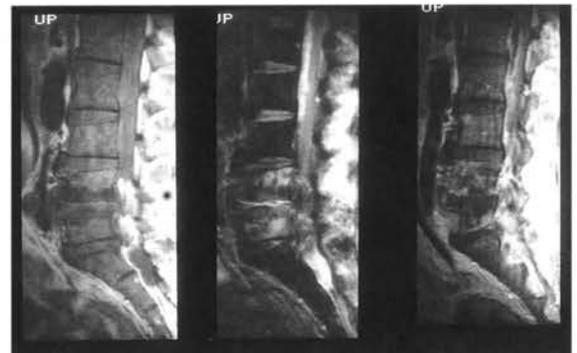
腰椎MRI矢状断像(左からT1強調像、T2強調像、ガドリニウム造影後T1強調像)：T1強調像にて狭小化が進み、同椎間板をはさむ終板の低信号域の拡大が認められる。T2強調像にて同領域は不整な高信号を呈している。ガドリニウム造影後T1強調像では終板前面にも明らかな軟部腫瘍が認められる。
